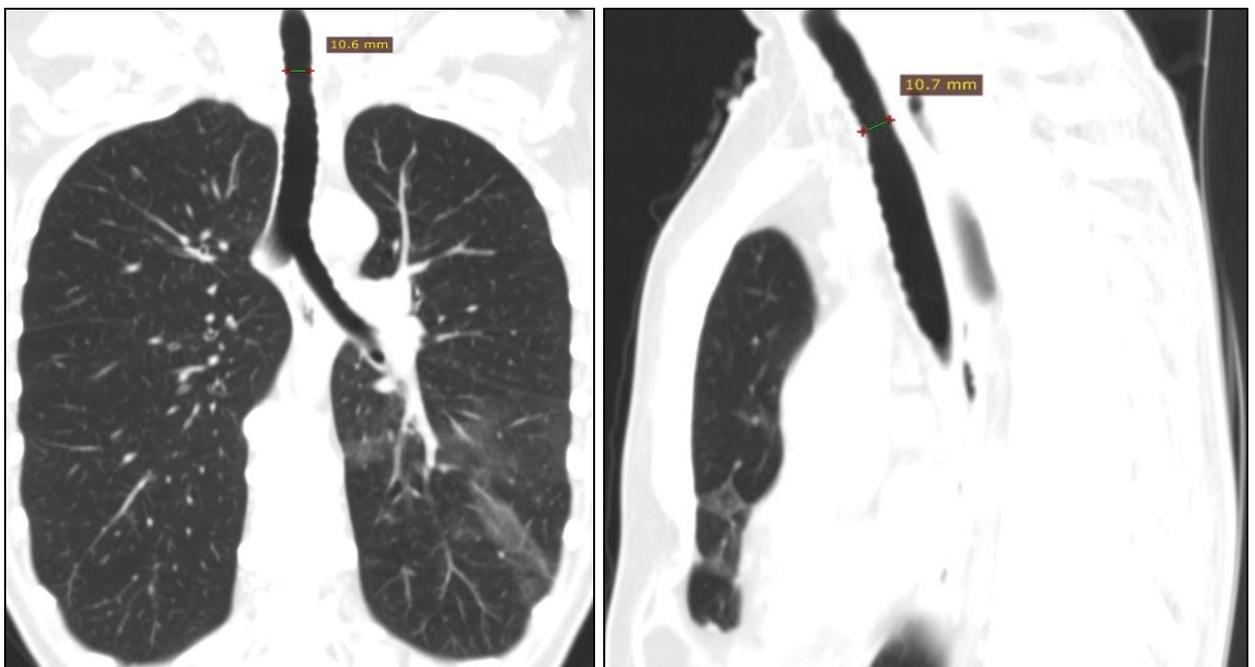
Данные МСКТ в контрольном периоде: рентгенологических признаков рестеноза просвета трахеи нет
